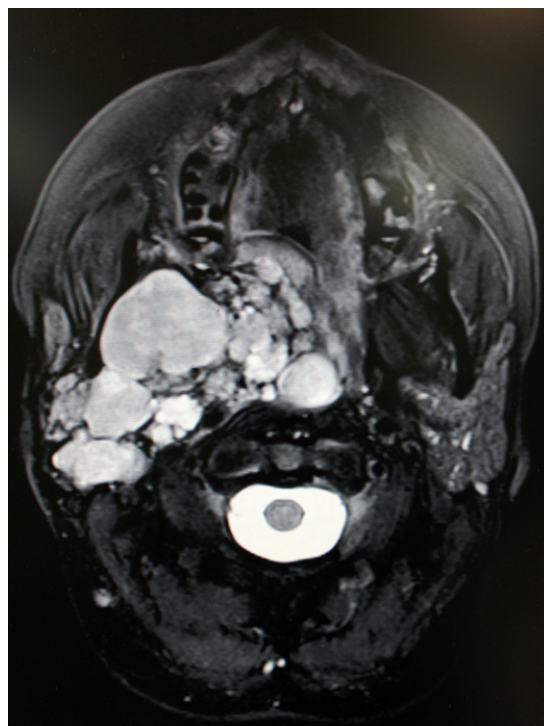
RM preoperatoria (corte axial).
